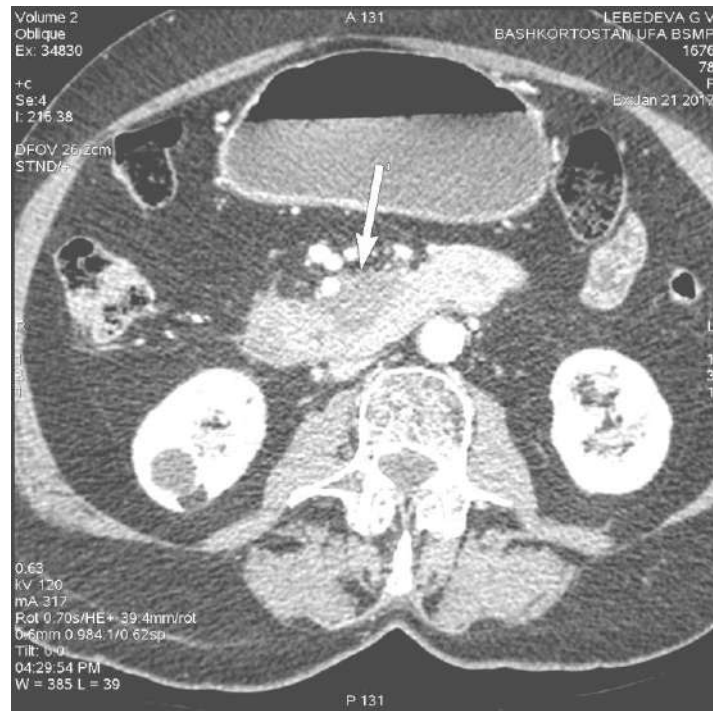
Компьютерная томограмма пострадавшей с травматическим забрюшинным кровоизлиянием на фоне аневризмы ветви а. colica media (стрелкой указана область кровоизлияния)
